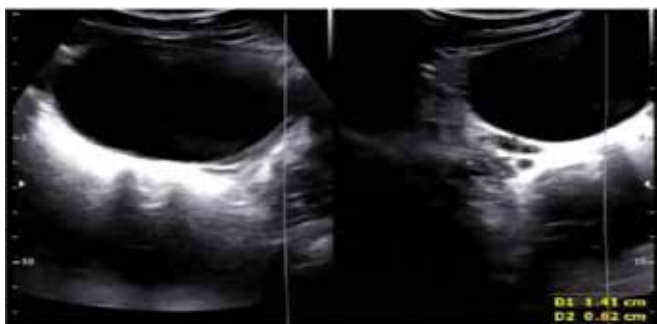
Ultrassonografia de hipotrofia severa de útero e ovário
